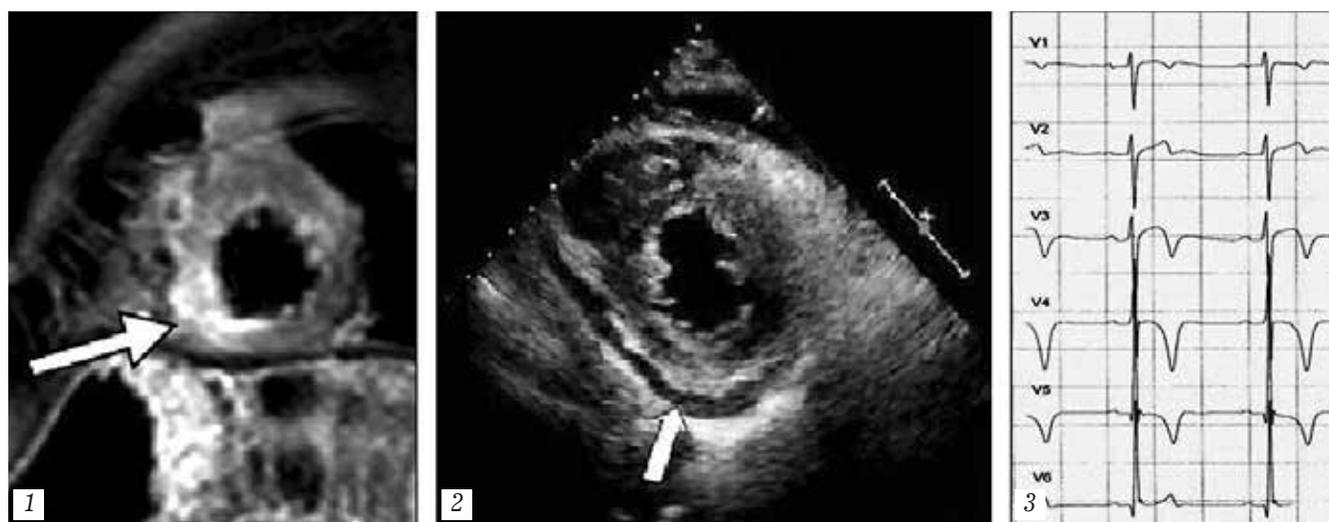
Результаты магнитно-резонансной томографии (1), эхокардиографии (2) и ЭКГ (3) при различных случаях ушиба сердца
